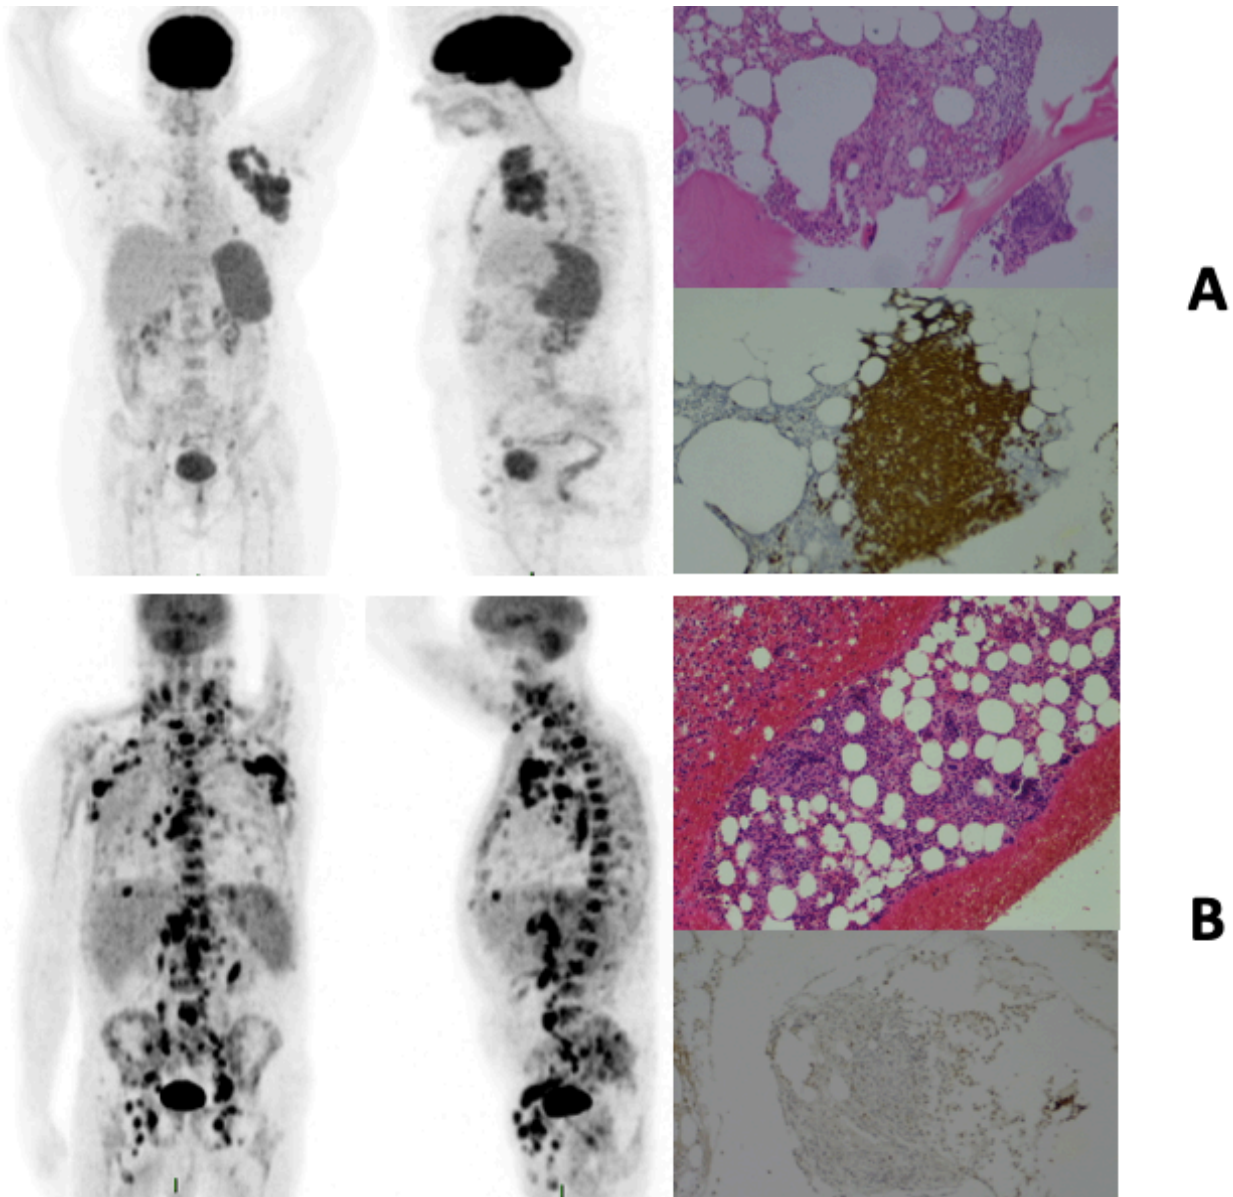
Estudios discordantes. Paciente A con PET-CT negativo para infiltración a médula ósea y BMO con infiltración nodular y focal por linfoma de células del manto CD5+. Paciente B con diagnóstico de linfoma de Hodgkin, con PET-CT positivo para infiltración a médula ósea de forma focal y BMO hemorrágica, sin infiltración neoplásica aparente, negativa para CD30. *Fotografías cortesía del departamento de medicina nuclear y hematopatología, INCAN.*
